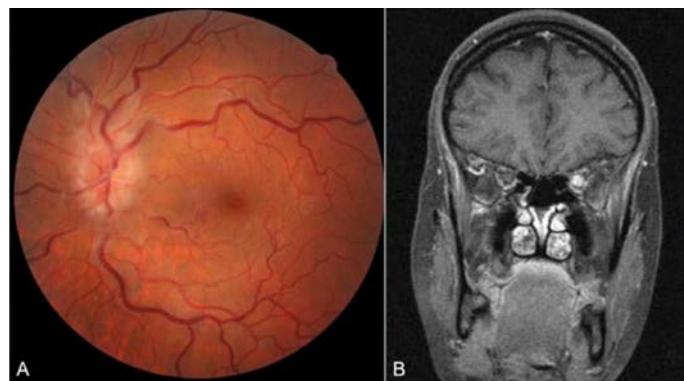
Glioblastoma del nervio óptico izquierdo, diagnosticado en principio de una neuritis óptica, sin respuesta al tratamiento corticoideo. (A) Retinografía que muestra un edema papilar sin hemorragias y tortuosidad vascular. (B) Resonancia magnética nuclear en secuencia T1 con contraste. Muestra un aumento de grosor y realce del nervio óptico izquierdo.
